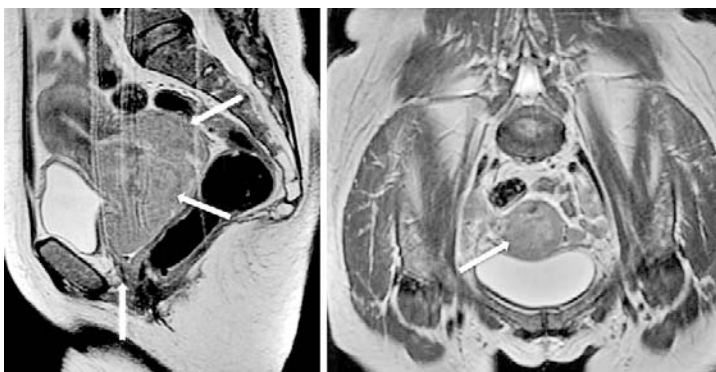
IRM secțiuni sagitale și axiale în ponderație T2 la nivelul uterului, cu evidențierea unei mase tumorale (săgeata albă) în hipersemnal la nivelul colului, extinsă la nivelul peretelui pelvin (săgeți galbene) – stadiu IIIB, radioterapie
